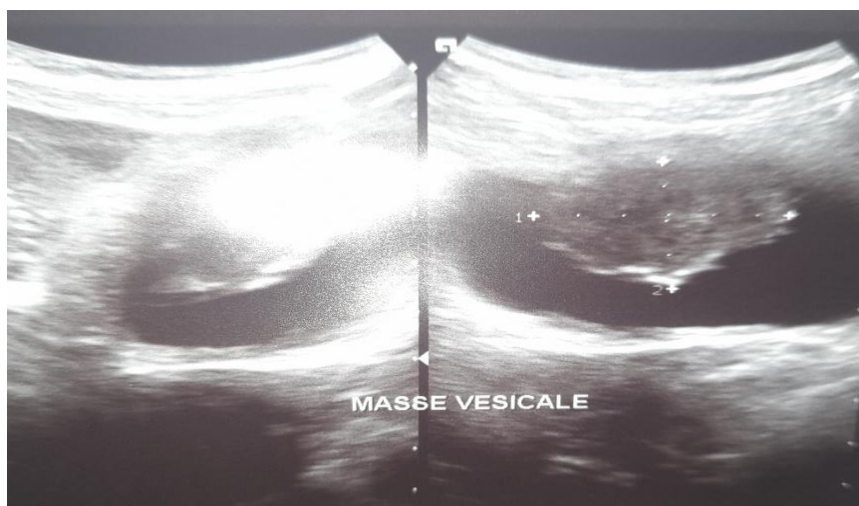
L'échographie réalisée met en évidence, une image hétérogène accolée à la paroi antérieure de la vessie, aux contours réguliers et de limite nette pouvant correspondre à une masse vésicale.
